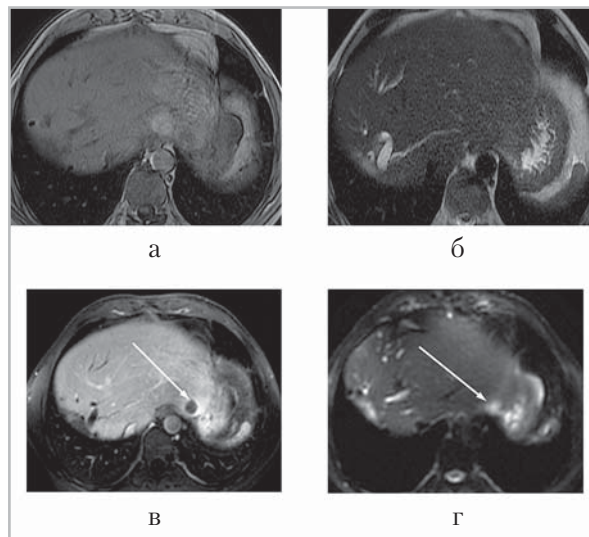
Магнитно-резонансные томограммы печени в аксиальной проекции. Аденокарцинома поперечно-ободочной кишки. Состояние после расширенной правосторонней гемигепатэктомии, 6 мес после операции. Прогрессирование процесса. Отсутствует отчетливая визуализация метастатического очага на T1 ВН ASSET ВИ без контрастного усиления (а) и на T2 SSFSE ВН ASSET ВИ (б). Метастатический очаг (стрелка) при динамическом контрастном сканировании во время специфической печеночной фазы в режиме LAVA на 10 мин ВН FSSE с контрастным веществом примовист (в). Изображение метастатического очага в виде светлоинтенсивного участка (стрелка) на ДВИ (г)
